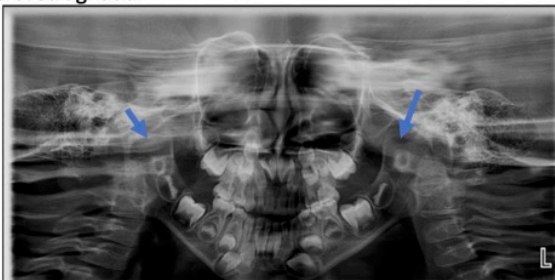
Ortopantomografía con regular nitidez en cóndilo mandibular derecha y ligera asimetría con relación a la línea oblicua interna derecha.
